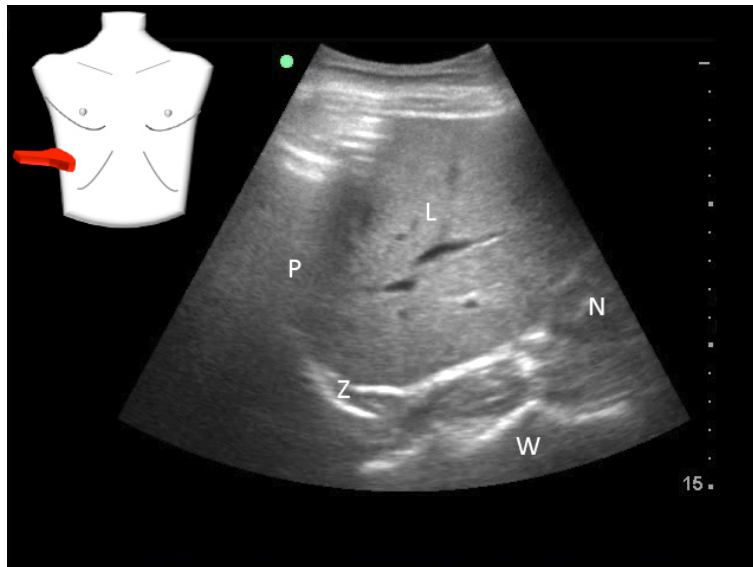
Sonografische Darstellung der Leitstrukturen in der FAST I Position
